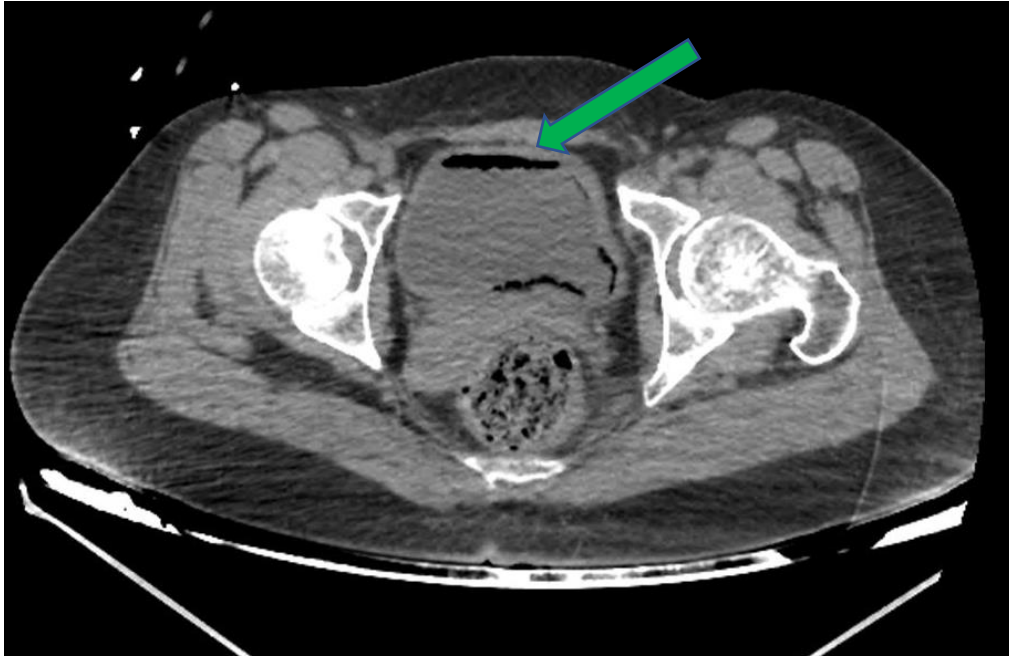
Coupe axiale d'une TDM abdomino-pelvienne C- objectivant une infiltration gazeuse de la paroi vésicale (Flèche verte): Cystite emphysémateuse associée à une PNE emphysémateuse.
